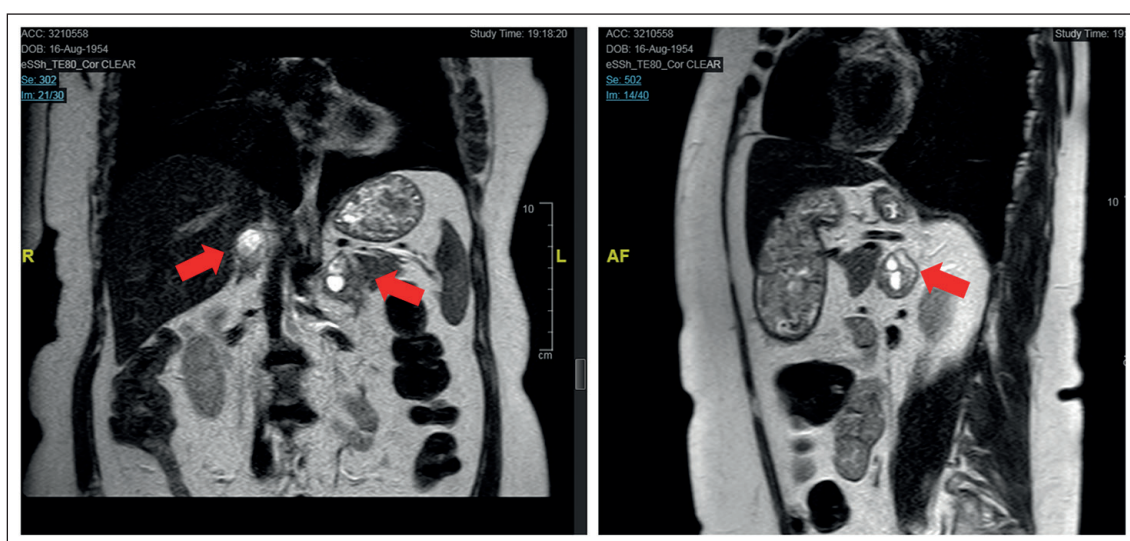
RM suprarrenal con nódulos suprarrenales bilaterales, secuencia T2 con componente hiperintenso compatible con contenido quístico de ambas lesiones.
